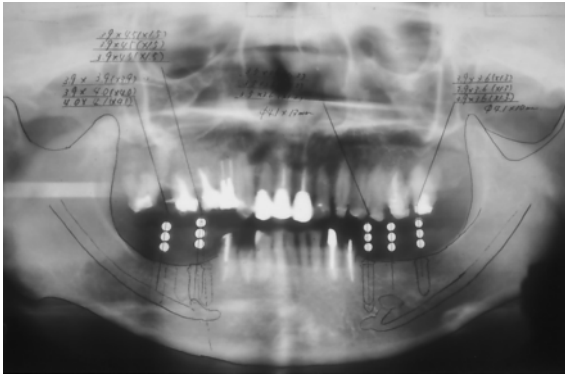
インプラント植立のためのパノラマ X線写真
